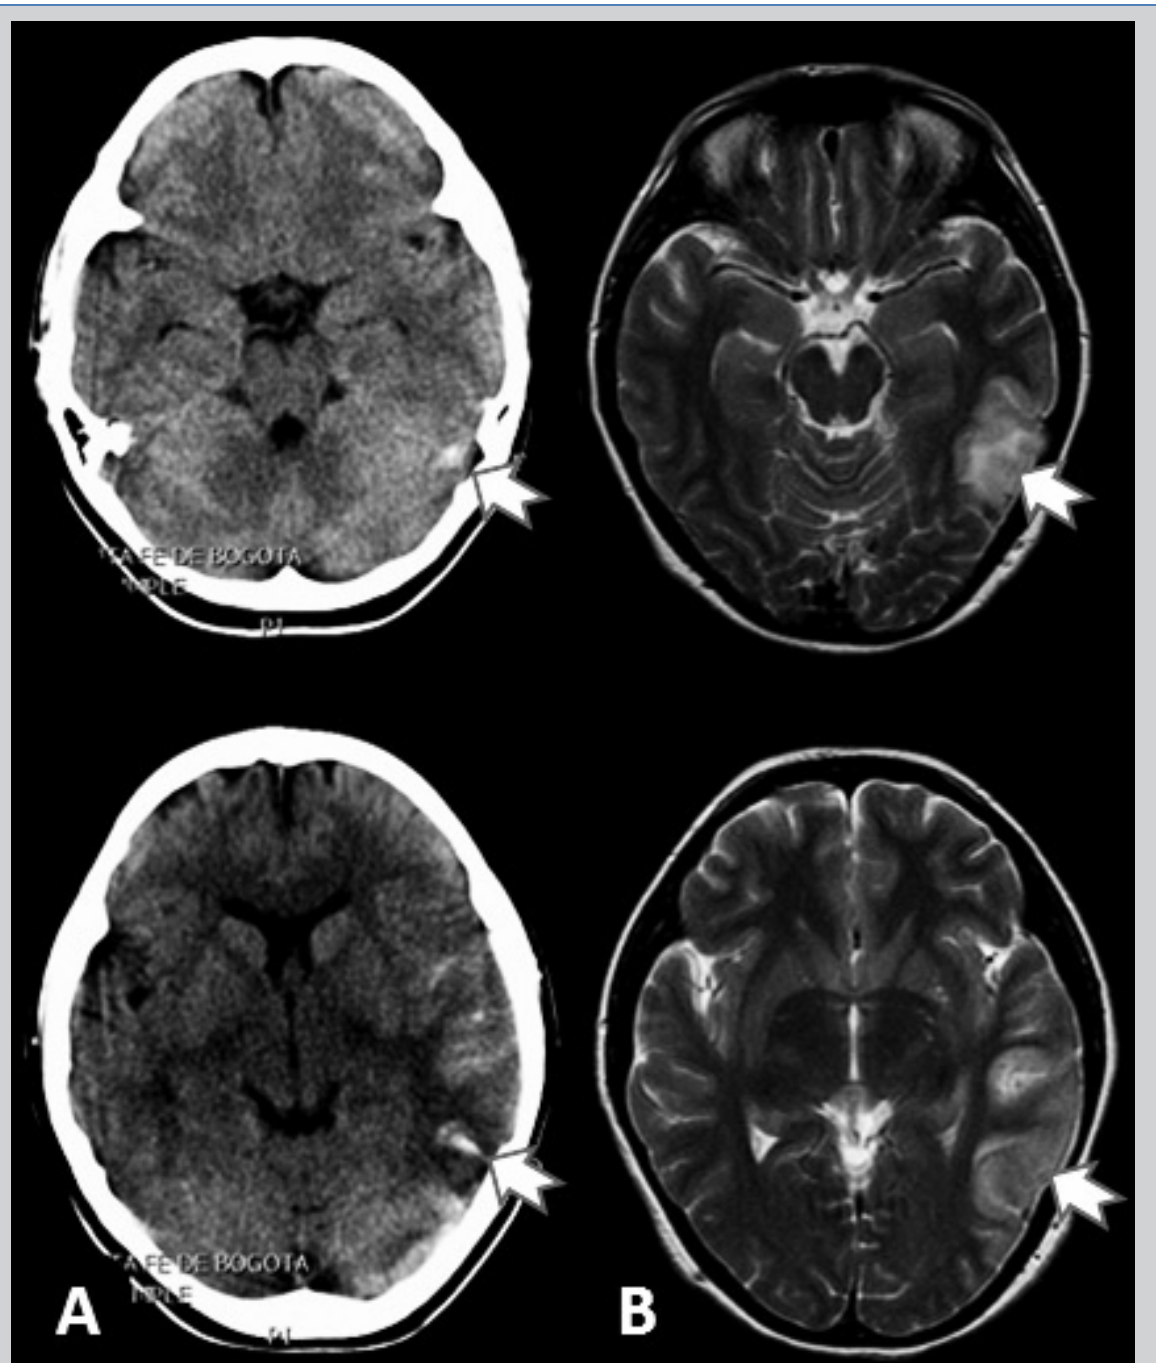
TAC DE CRÁNEO (IZQUIERDA) Y RESONANCIA MAGNÉTICA CON INFORMACIÓN T2 (DERECHA) DEL MISMO PACIENTE CON TSVC QUE DESARROLLÓ UN PEQUEÑO INFARTO DE ORIGEN VENOSO.
